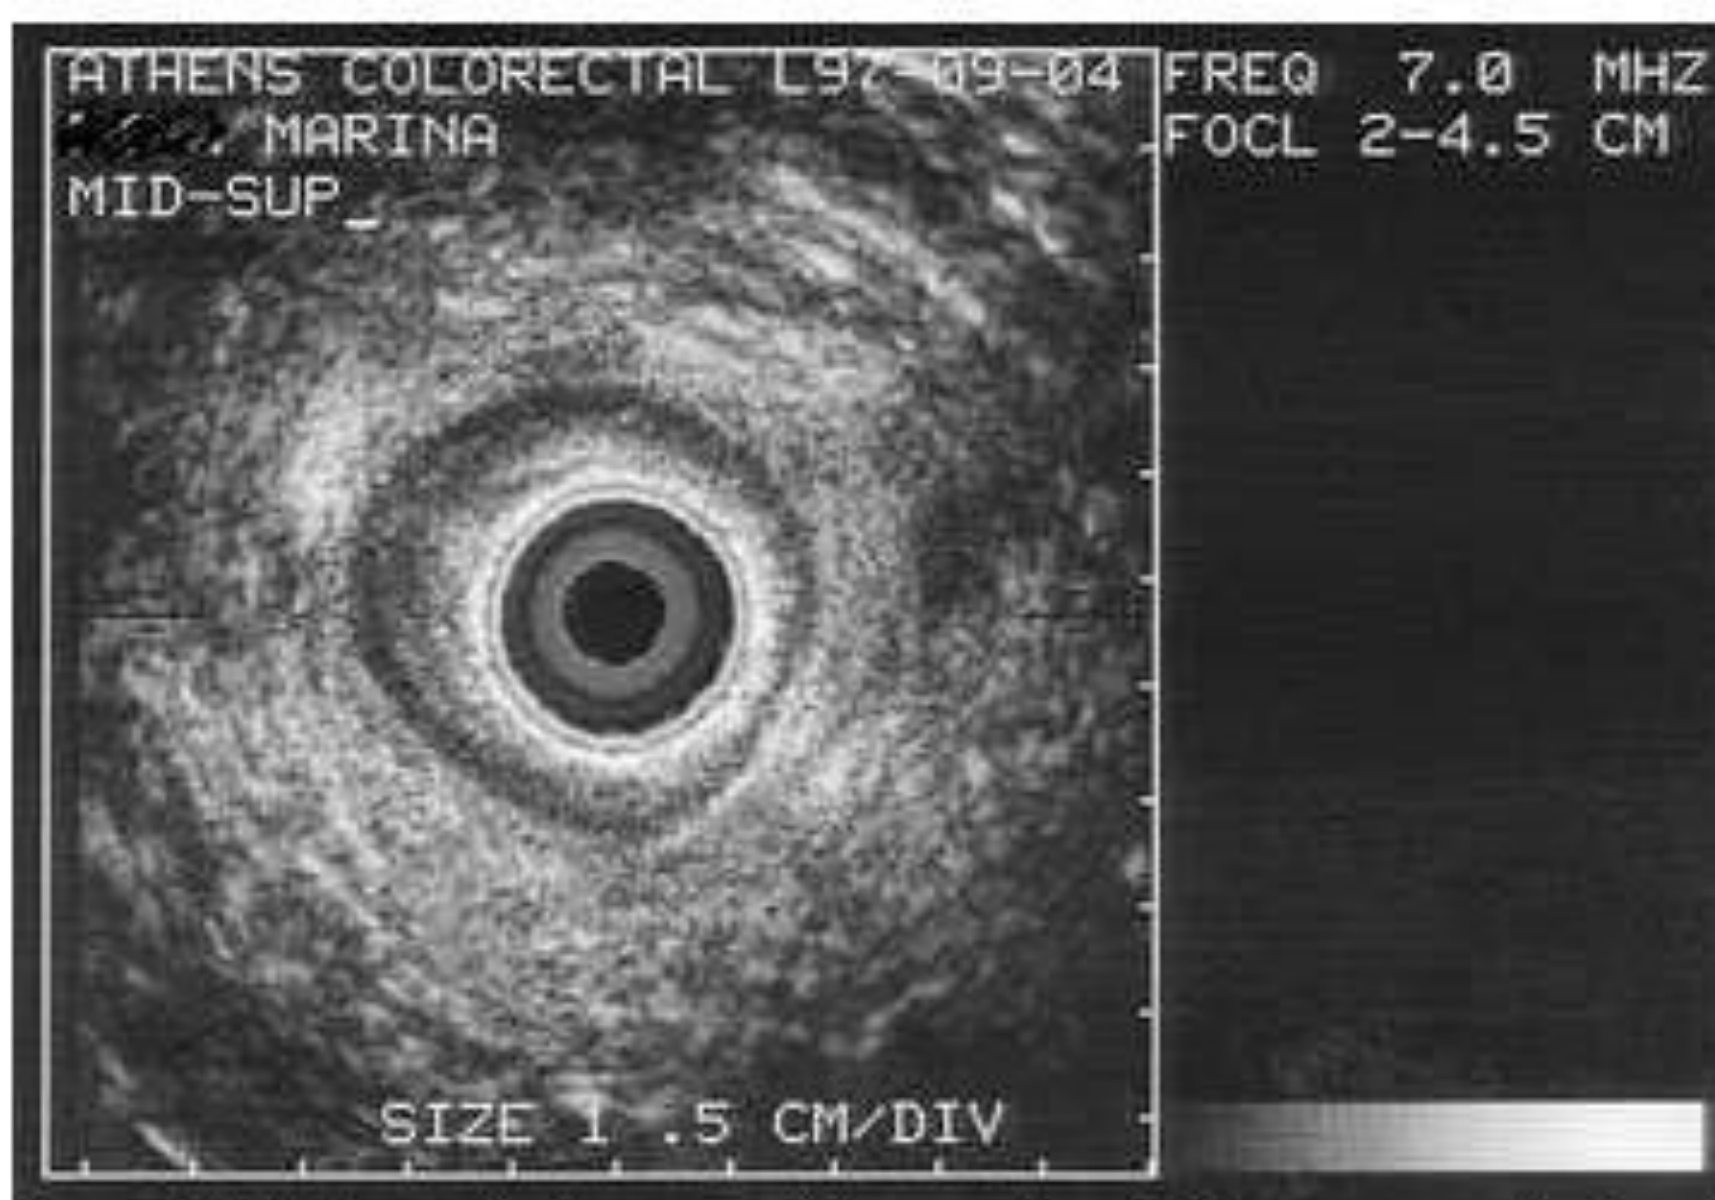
Endoanal ultrasound in a patient with neurogenic fecal incontinence. Intact sphincters.
